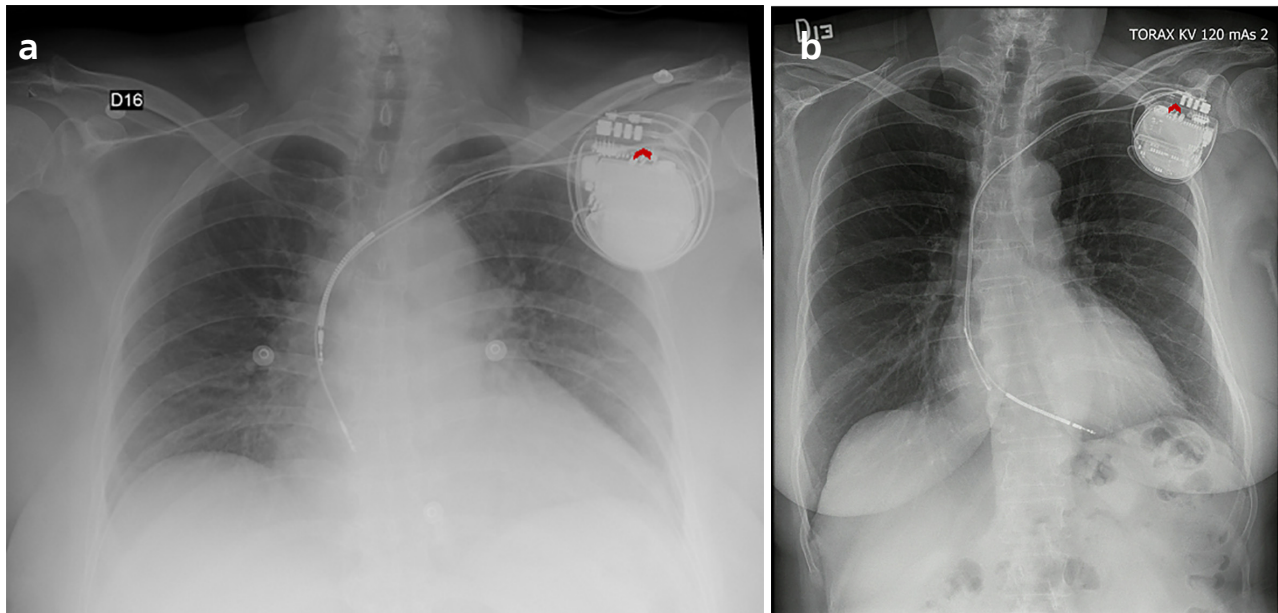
Radiografía de tórax inicial, a la llegada a Urgencias. Se evidencia el desplazamiento de los electrodos; el auricular se encuentra traccionado en la aurícula derecha y el ventricular se observa en la vena cava superior. Se confirman los síndromes de *reel* y de *ratchet*. Se observan los conectores de los electrodos dirigidos lateralmente (cabeza de flecha), por lo que se sospecha una rotación de 180° del dispositivo en su eje sagital. 1b. Radiografía de tórax en el postoperatorio inmediato del implante de CDI, cinco meses antes de su llegada a Urgencias. Se observan los conectores de los electrodos dirigidos hacia medial (cabeza de flecha).
